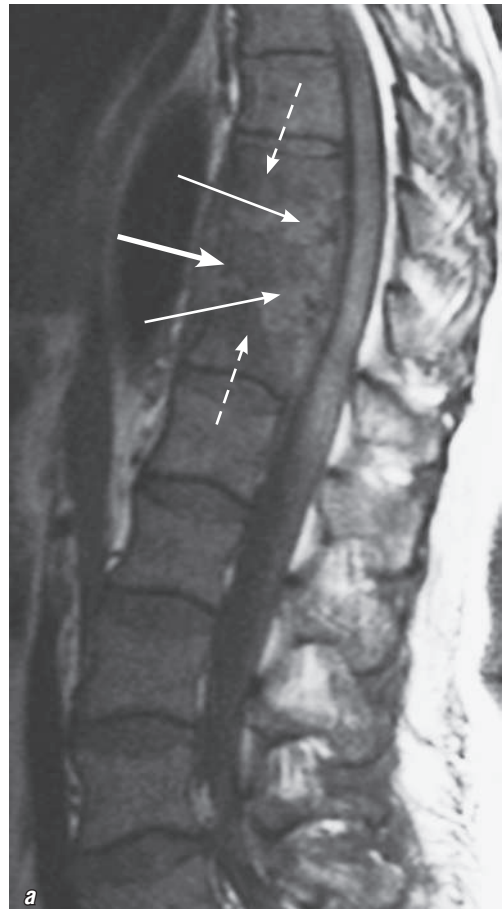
Магнитно-резонансные томограммы грудного отдела позвоночника: *а* — T1-ВИ, сагиттальная плоскость; *б* — T2-ВИ, сагиттальная плоскость; *в* — T2-ВИ, фронтальная плоскость. Подострый пиогенный спондилит на уровне позвонков Th_{IV}–Th_V. Определяется плоскостная контактная деструкция смежных отделов тел позвонков Th_{IV}–Th_V. Оба тела разрушены на треть высоты. МР-сигнал от полости деструкции умеренно повышен на T2-ВИ и снижен на T1-ВИ (тонкие стрелки), деструкция отграничена гипоинтенсивной зоной склероза. МР-сигнал от костного мозга вокруг деструкции повышен на T2-ВИ и снижен на T1-ВИ. Имеется воспалительная инфильтрация паравертебральных тканей с нечеткими контурами (толстые стрелки)
